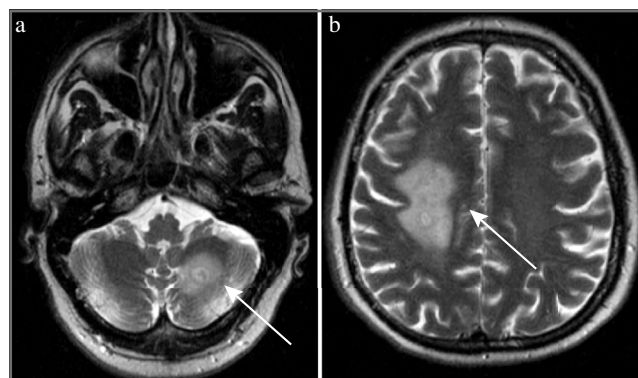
МРТ головного мозга в Т2-взвешенном изображении пациента А. от 18.01.2021.
